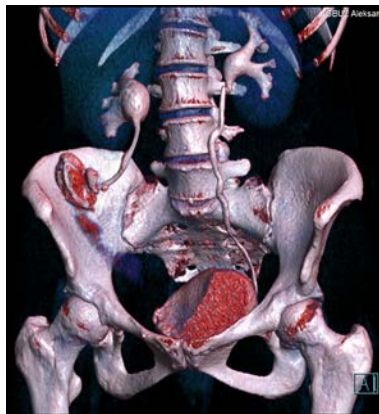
МСКТ с контрастированием в прямой проекции той же больной через 1,5 месяца после илеоуретеропластики справа
